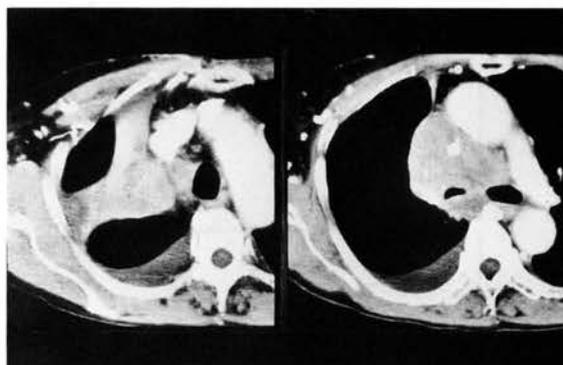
Chest CT before treatment shows a slightly heterogeneous mass with a relatively smooth margin, which is accompanied by atelectasis in the right upper lobe.
